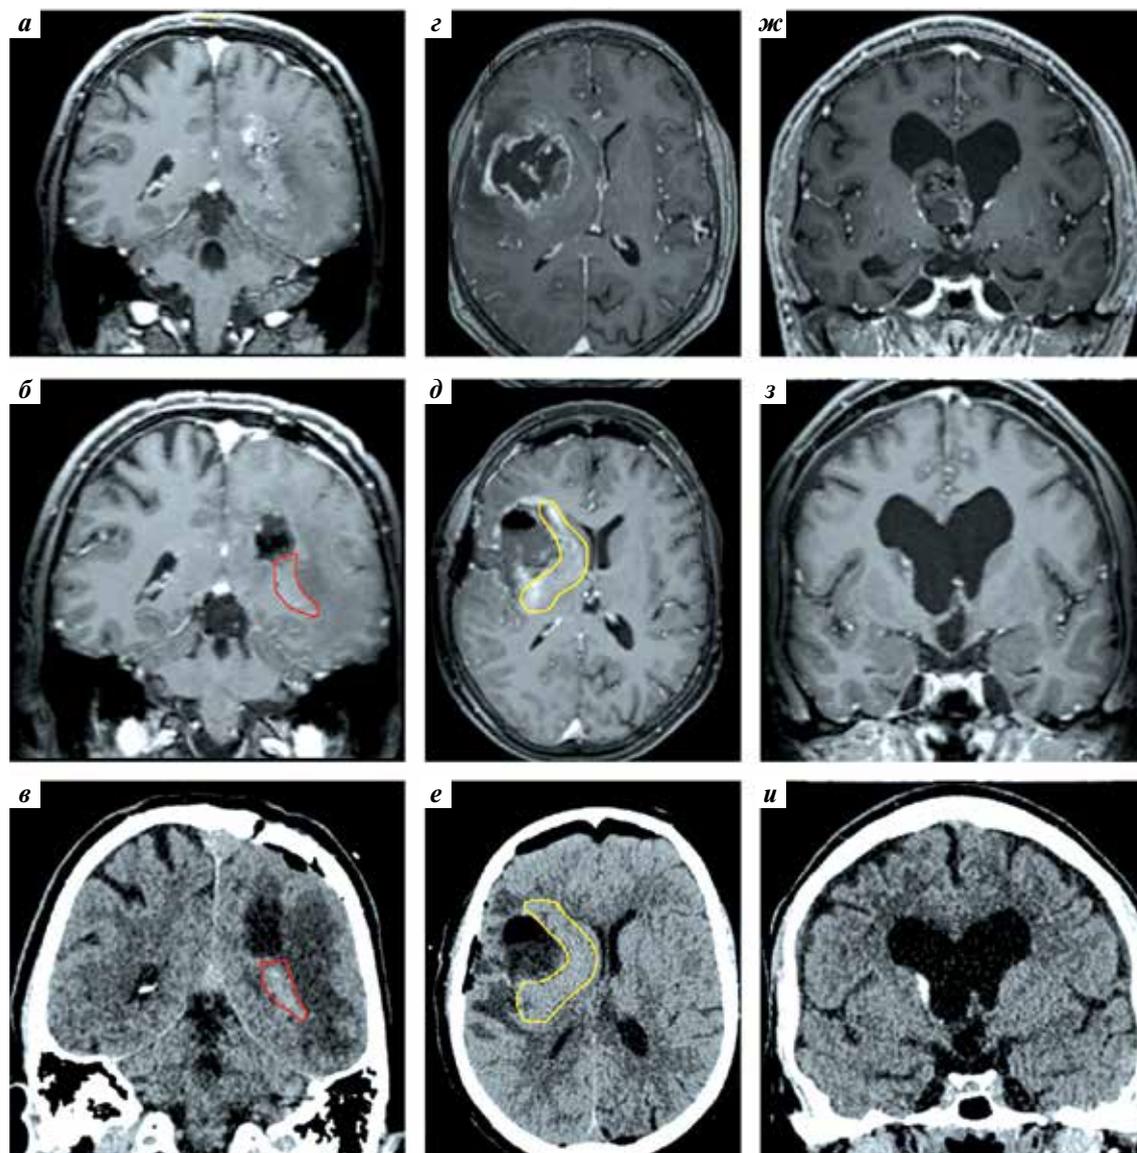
Примеры сравнения магнитно-резонансных (МР) и компьютерно-томографических (КТ) изображений для оценки степени резекции образования в раннем послеоперационном периоде: а–в – субтотальное удаление глиобластомы (красным обведена остаточная опухоль); з–е – парциальное удаление (желтым обведен оставшийся фрагмент опухоли) глиобластомы; жс–и – тотальное удаление центральной нейрцитомы. В верхнем ряду (а, з, жс) представлены предоперационные Т1-взвешенные МР-изображения с контрастным усилением, в среднем ряду (б, д, з) – Т1-взвешенные МР-изображения с контрастным усилением на 1-е сутки после операции, в нижнем ряду (в, е, и) – бесконтрастные КТ-изображения на 1-е сутки после операции
